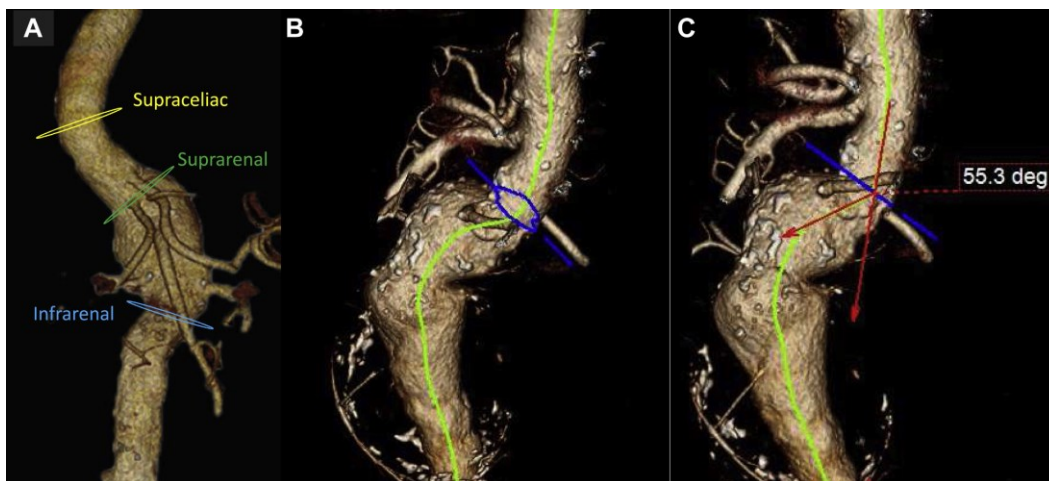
Esempio di identificazione degli angoli sopraceliaco, soprarenale e infrarenale alla ricostruzione tridimensionale della CTA pre-operatoria.(72)
